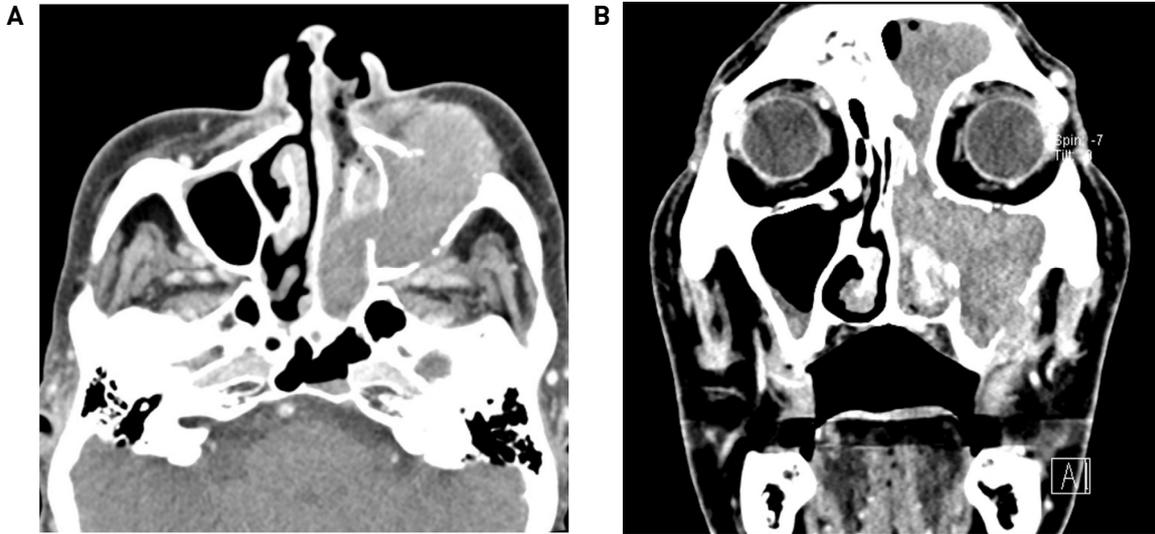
Preoperative PNS CT image. PNS CT scan showed soft tissue density lesion at left maxillary, ethmoid, frontal sinus and nasal cavity with bony destruction of anterior and posterior maxillary sinus wall (A,B).
